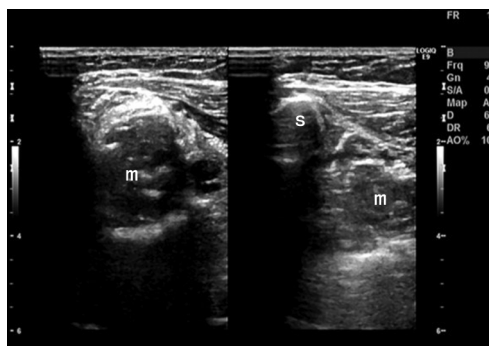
胫骨血管瘤二维超声图像(s:胫骨;m:血管瘤)
